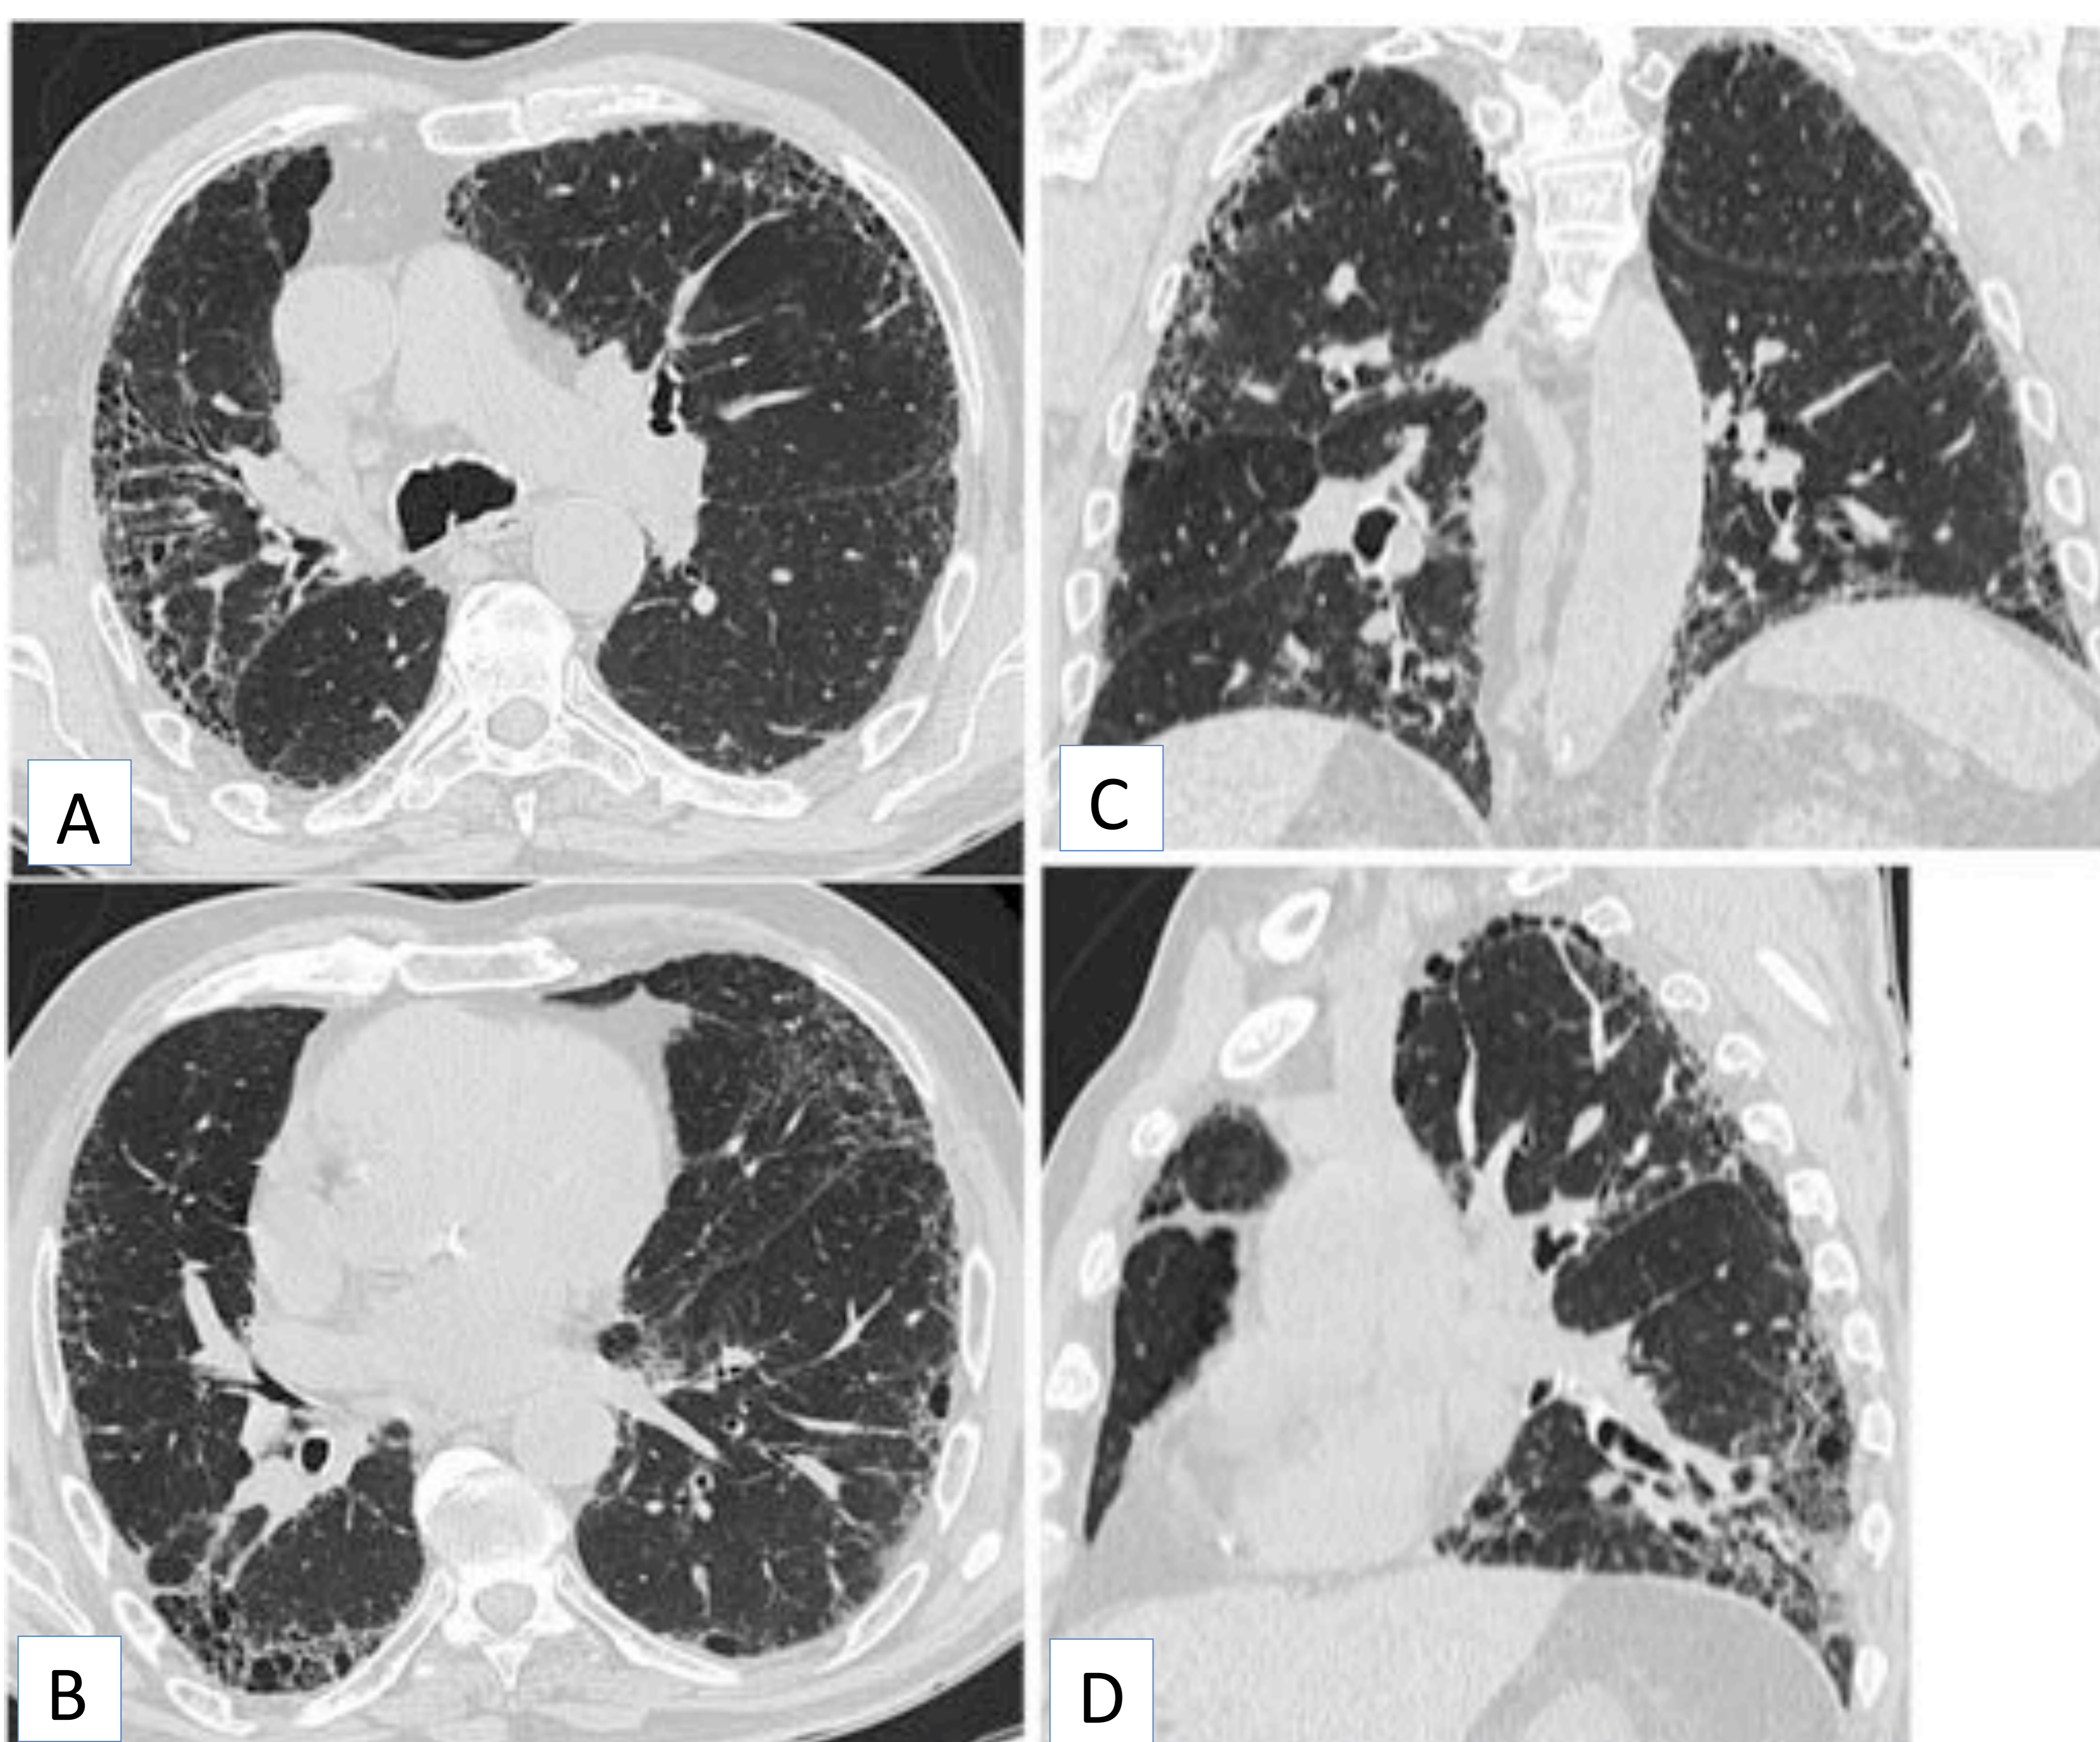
Patrón NIU. Imágenes de TC de tórax en plano axial (A y B), coronal (C) y sagital (D). Se aprecia panalización y reticulación, de localización subpleural, predominio basal y afectación asimétrica. Existen bronquiectasias por tracción y áreas de vidrio deslustrado. Servicio de Radiodiagnóstico. HU Virgen de las Nieves (Granada).
